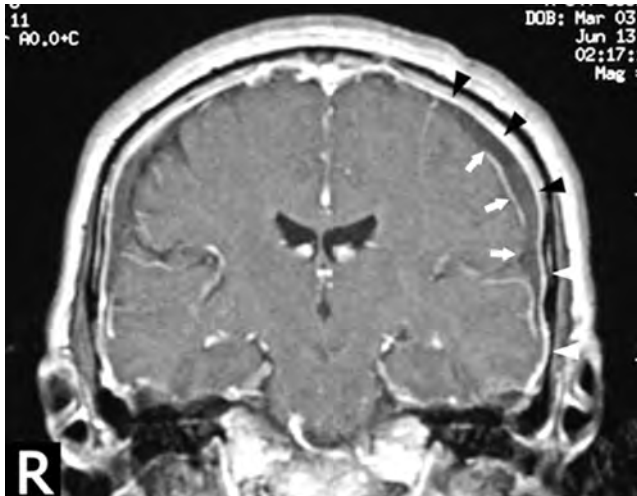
Фронтальна ЯМР-томограма головного мозку [10] з двобічним субдуральним випотом (білі стрілки) і дифузним потовщенням твердої оболони (чорні трикутники)
